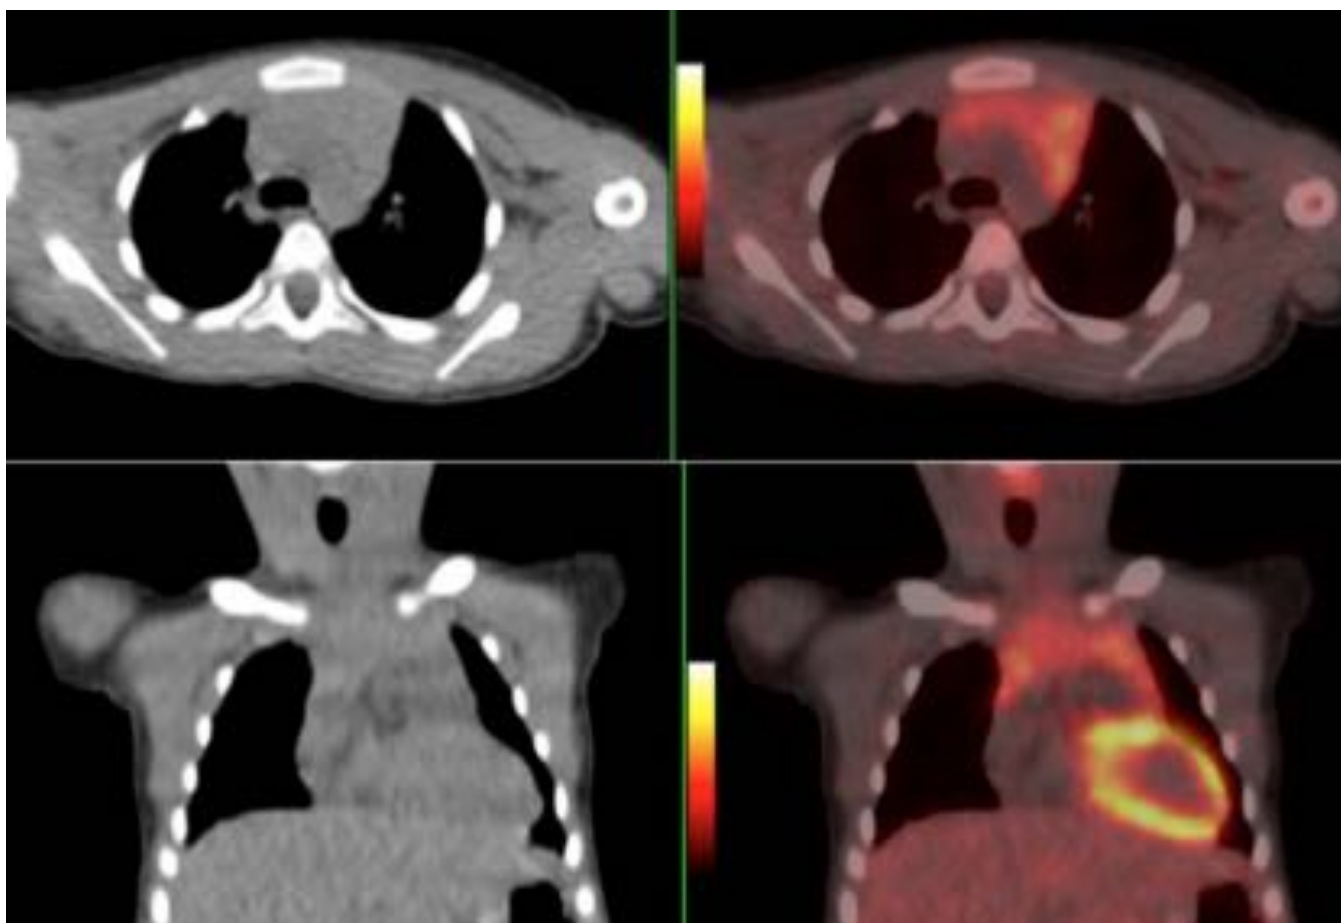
PET-TC de niña de 4años que muestra un timo metabólicamente normal.
